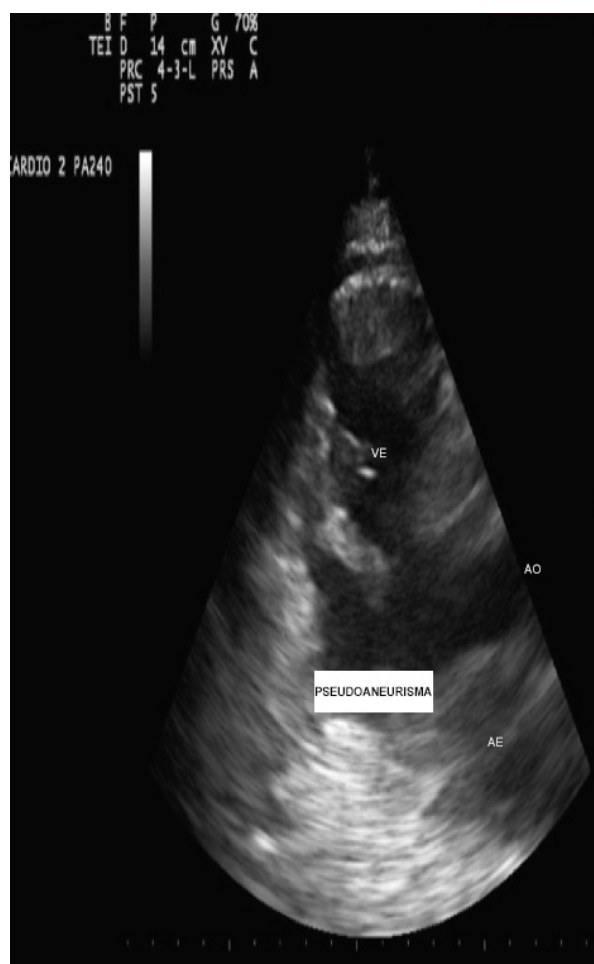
Ecocardiograma evidenciando pseudoaneurisma de ventrículo esquerdo (VE).AO: aorta; AE: atrio esquerdo.
